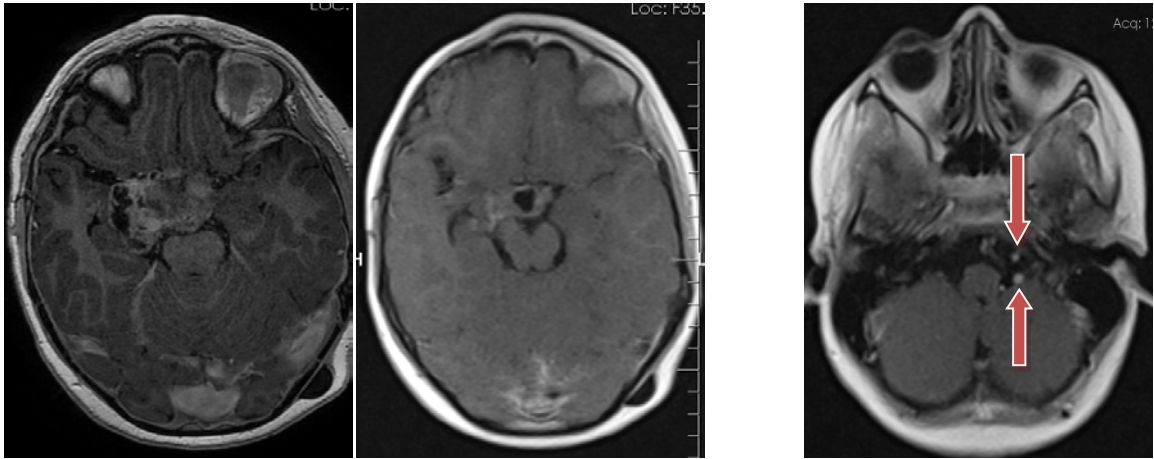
МРТ исследование пациента на момент начала лучевой терапии
